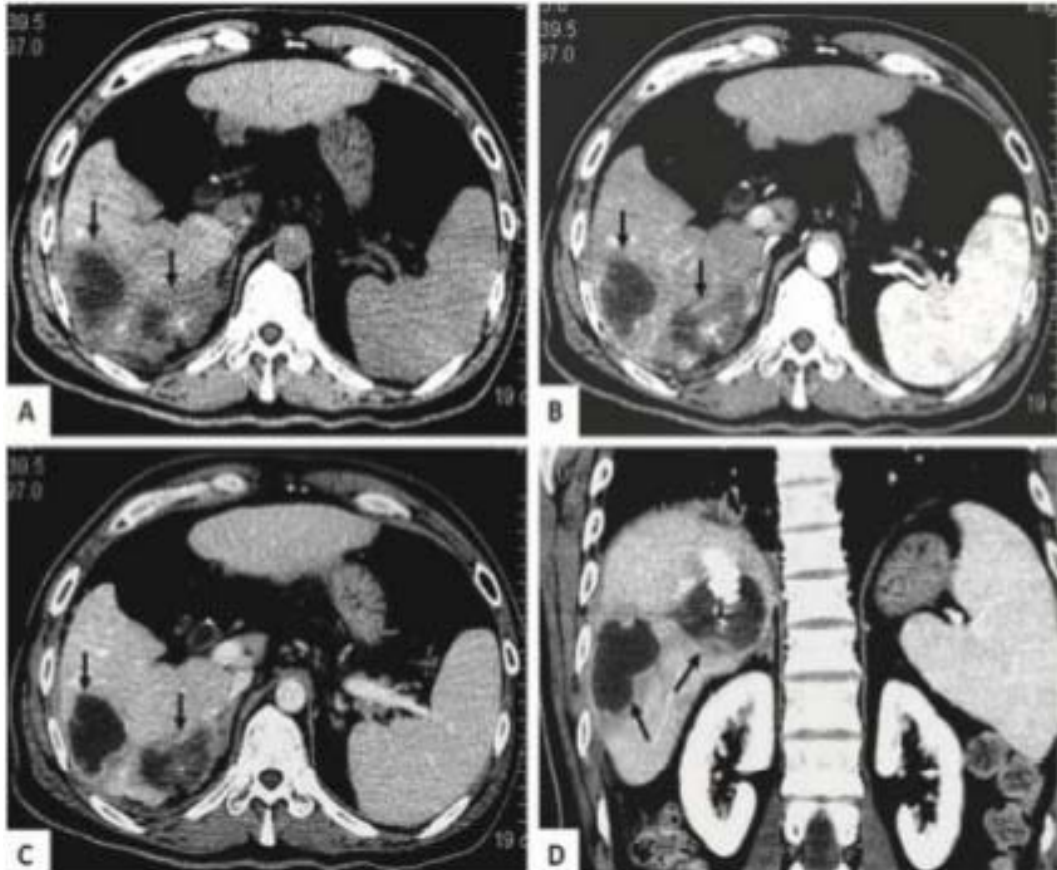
Bilome kystique multiple chez un homme de 50 ans secondaire à 3 séances de chimioembolisation. TDM abdominale post CHE (Reconstruction axiale et coronale) : multiples lésions kystiques (flèche) dans le parenchyme hépatique non tumoral sans rehaussement en temps artériel (B) et en temps portal (C) (125)
